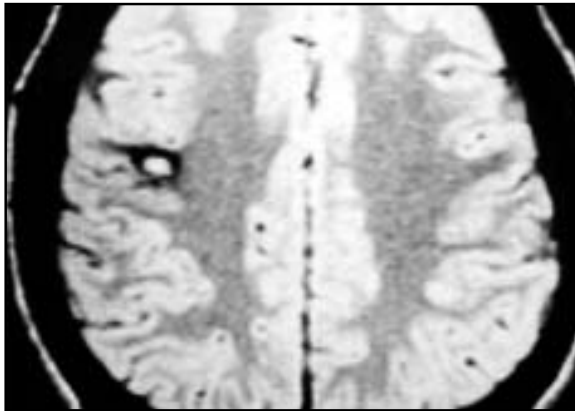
RM de paciente com cavernoma cortical.
